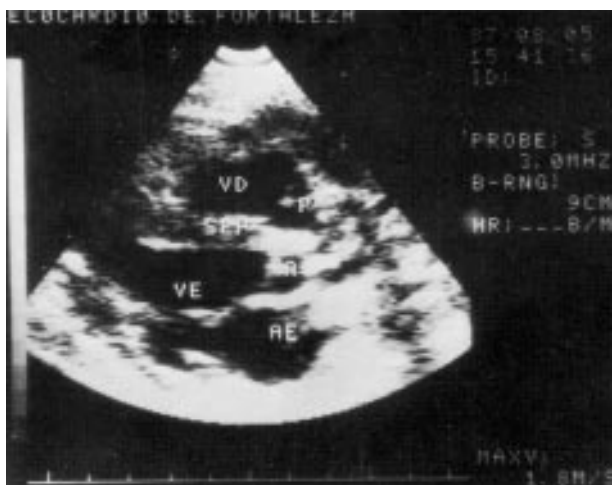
Ecocardiograma bidimensional—Pós-operatório. Incidência longitudinal (via para-esternal) os dois vasos estão paralelos com a artéria pulmonar no plano anterior e originando-se do ventrículo direito. A CIV não é evidenciada neste corte.
